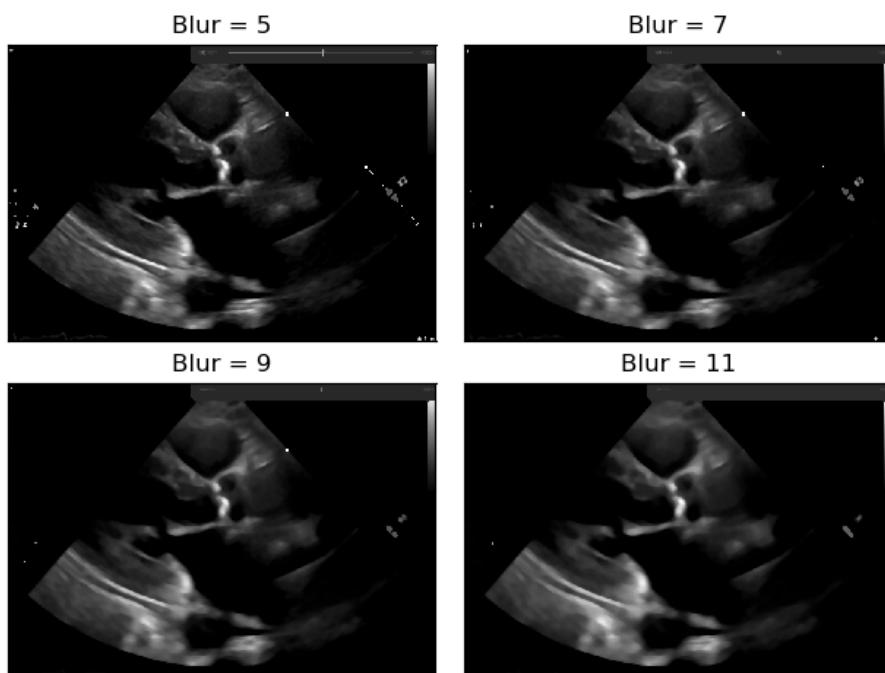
Ecocardiografia com quatro níveis de desfocagem aplicados – o círculo vermelho representa o nosso ROI onde se encontra a válvula aórtica.
